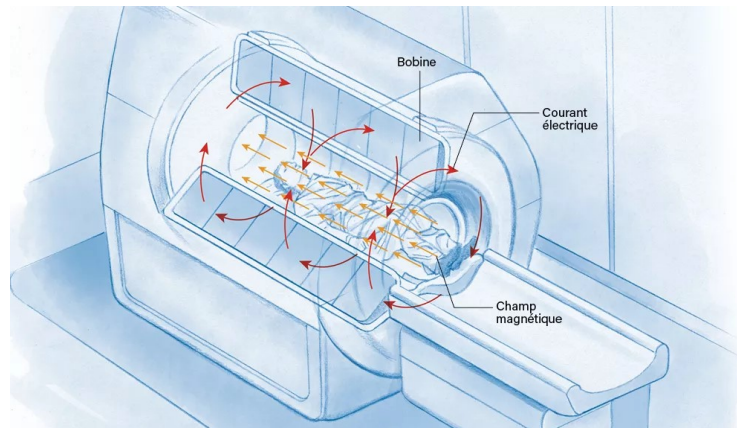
Génération du Champ Magnétique dans une IRM : Rôle de la Bobine et du Courant Électrique
